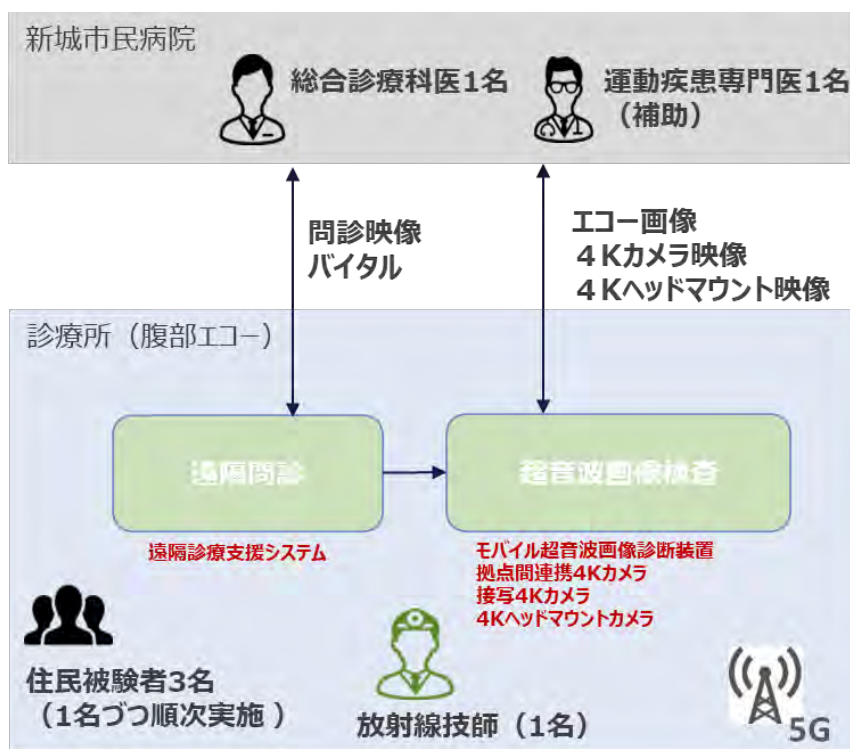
遠隔での腹部エコーの実証フロー
